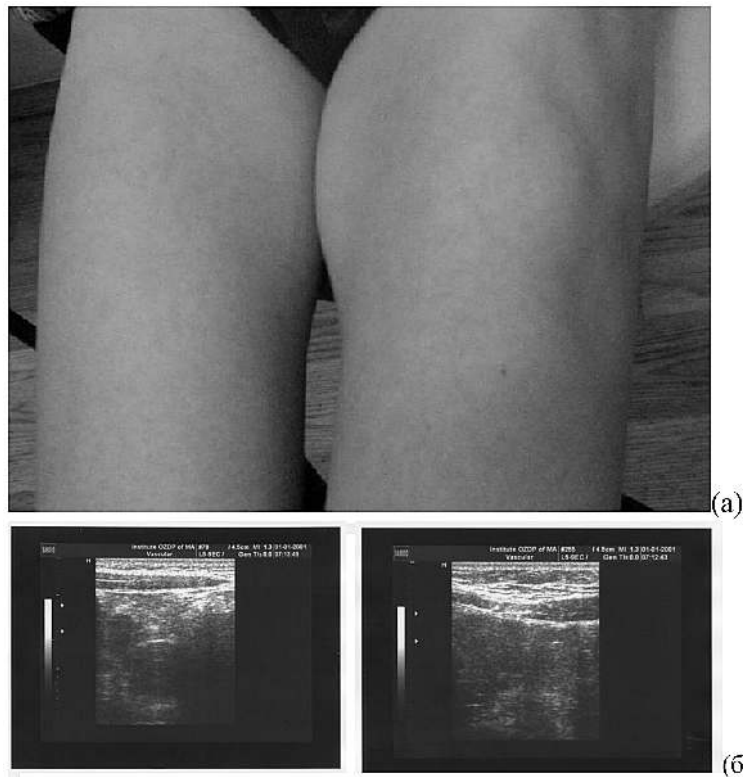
Липоатрофическая форма ЛД расположенная не в месте введения инсулина (а — при осмотре; б — визуализация с помощью УЗИ).
